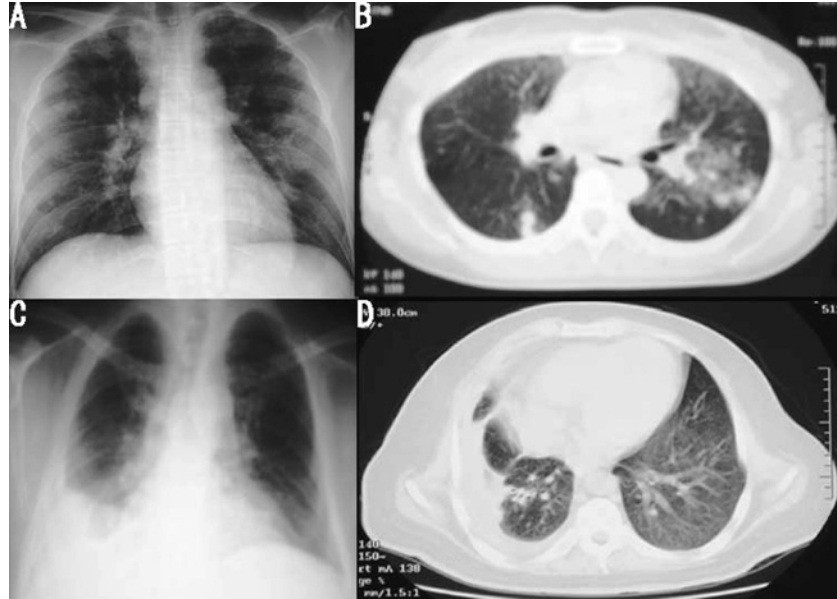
In case 1, chest X-ray shows bilateral infiltration (A), and computed tomography (CT) involves multiple nodules (B). In case 2, chest X-ray and CT show a right pleural effusion (C, D).
